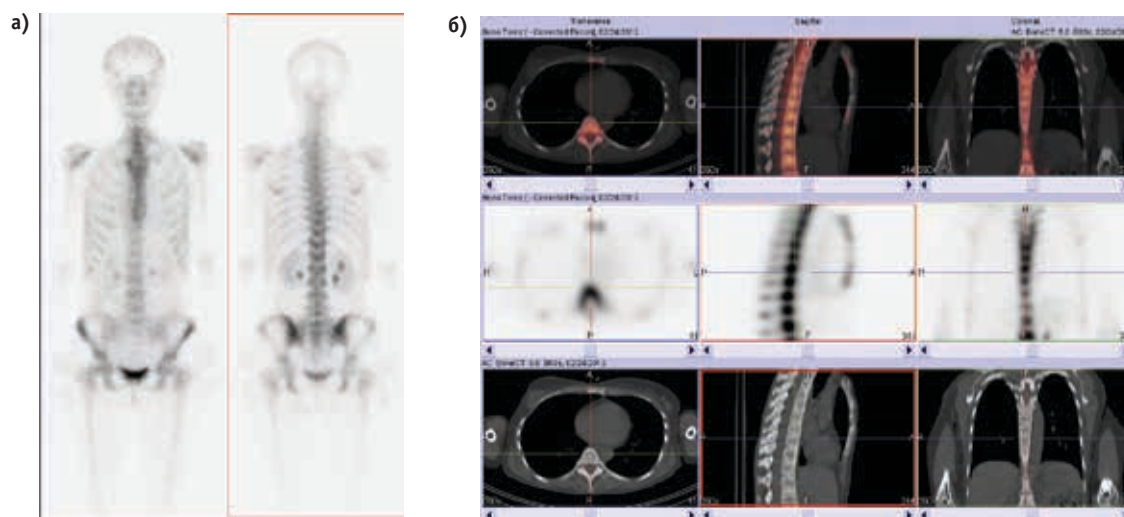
Исследование костной системы больной с диагнозом: рак молочной железы, состояние после комбинированного лечения по поводу первичной опухоли, метастазы в костях. На планарных остеосцинтиграммах (а) определяется неравномерное накопление РФП в позвоночнике, плечевых и тазобедренных суставах. Убедительных признаков наличия очагов, характерных для неопластического поражения, не выявлено. На реконструированных и совмещенных срезах ОФЭКТ/КТ (б) отмечается мелкоочаговое, сливное поражение практически всех позвонков на уровне исследования (T_{12} – L_1), грудины, сопровождающееся гипераккумуляцией РФП на ОФЭКТ-срезах, характерной для «суперскана» (диффузное неравномерное уплотнение костной структуры позвонков зоны исследования, сопровождающееся гипераккумуляцией РФП на ОФЭКТ-срезах)
